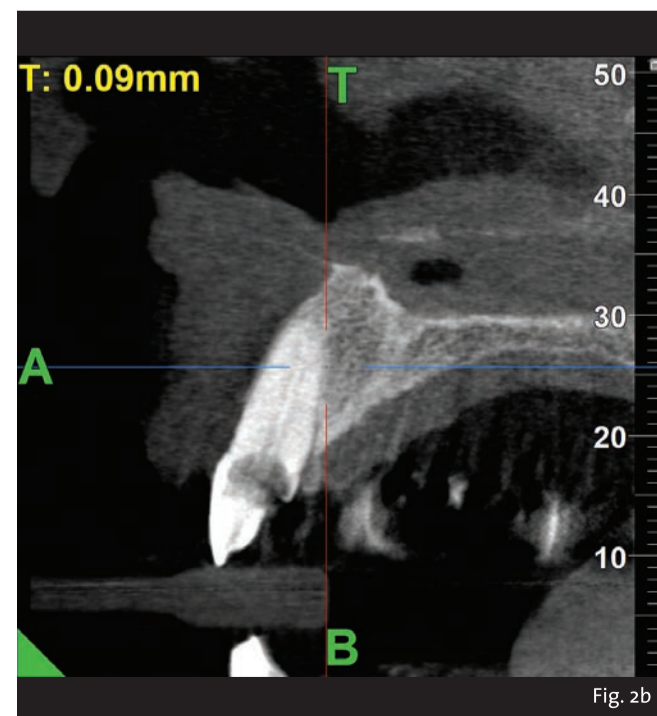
CBCT iniziale con MyRay Hyperion X9 Pro.
